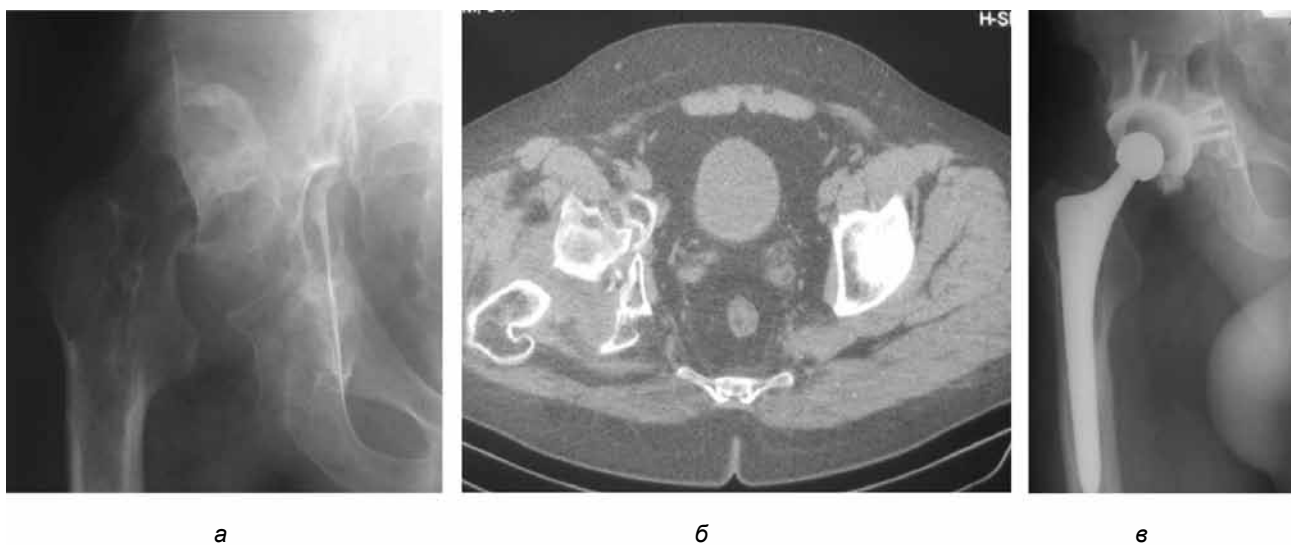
Тотальное эндопротезирование тазобедренного сустава в I подгруппе второй группы: рентгенограмма (а) и компьютерная томограмма (б) повреждения вертлужной впадины; рентгенограмма после замещения тазобедренного сустава (в)
